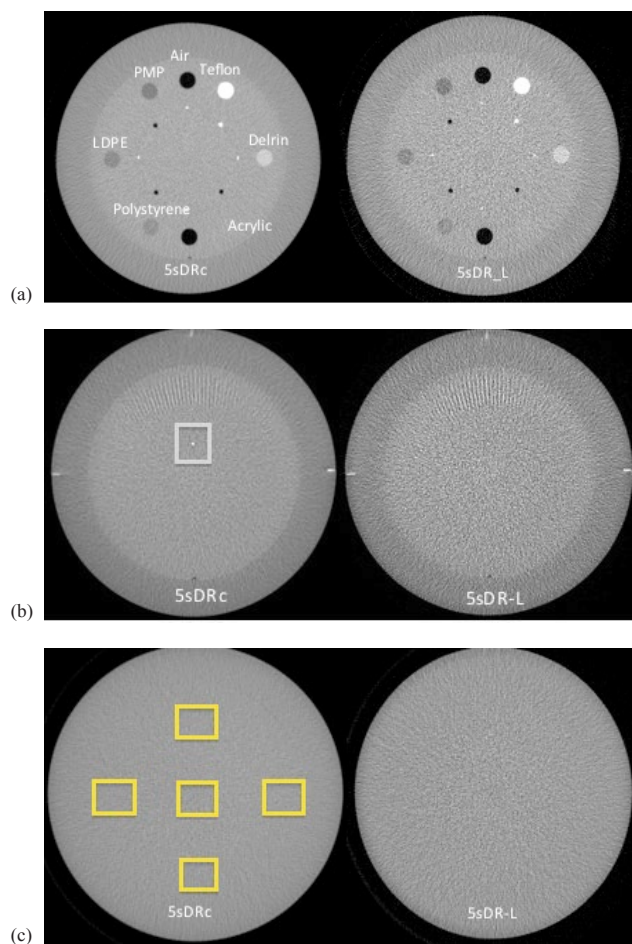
Catphan phantom cone-beam CT images of various modules: (a) CTP404 module with various material targets; (b) bead point source on CTP528 module; (c) CTP515 image uniformity module. The left image was acquired with the 5sDRc standard-dose protocol, and the right image was acquired with the low-dose protocol 5sDR-L.
